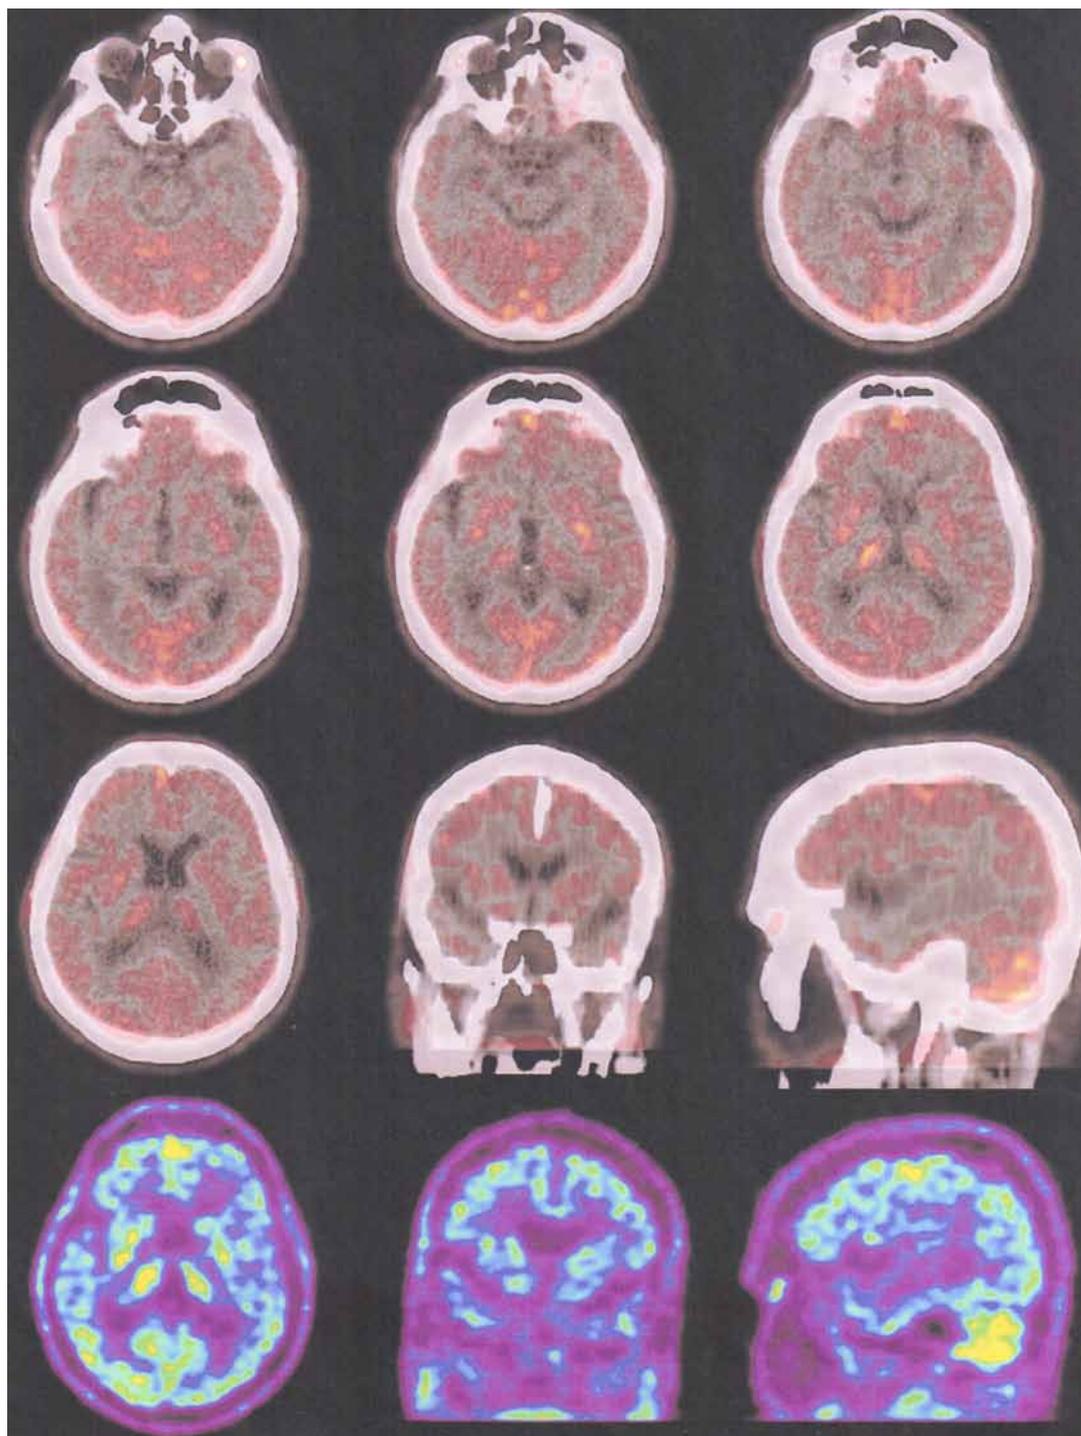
ПЭТ/КТ головного мозга с 11С-метионином от октября 2019 г. — отмечена низкая метаболическая активность (ИН от 1,29 до 1,36) ранее пролеченных метастатических очагов, без признаков продолженного роста и новых метастазов
